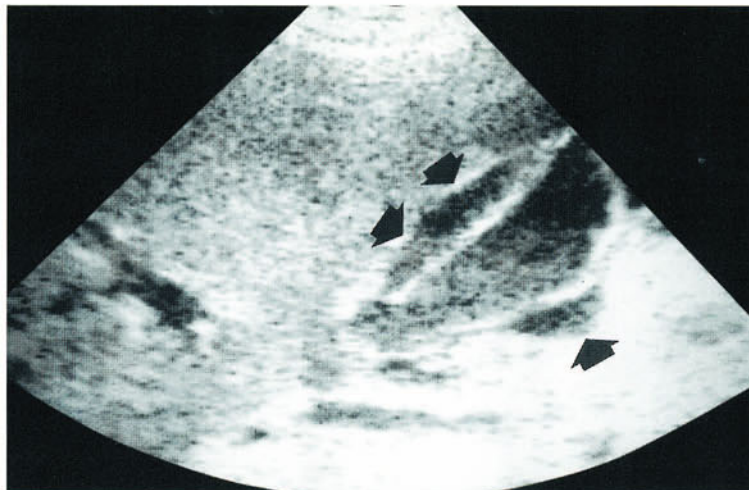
Cholezystitis, Gallenblasenruptur. Sonographischer Längsschnitt über die Gallenblase zeigt die deutlich verdickte Gallenblasenwand, die von echoarmer Flüssigkeit (*schwarze Pfeile*) umgeben ist. Die eigentliche Stelle der Ruptur kann nicht dargestellt werden. (Mit freundlicher Genehmigung von Dr. Th. Helbich, Wien)
